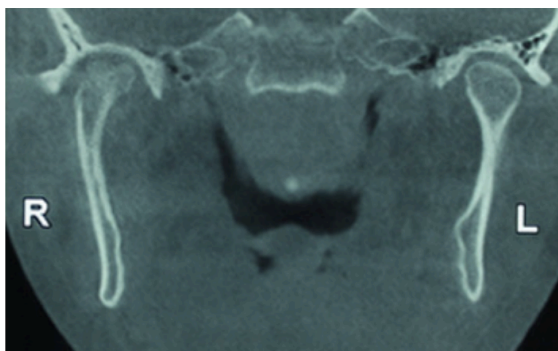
(21) (à gauche) : Image de tomographie volumique à faisceau conique (CBCT) montrant les différences de volume condylien
